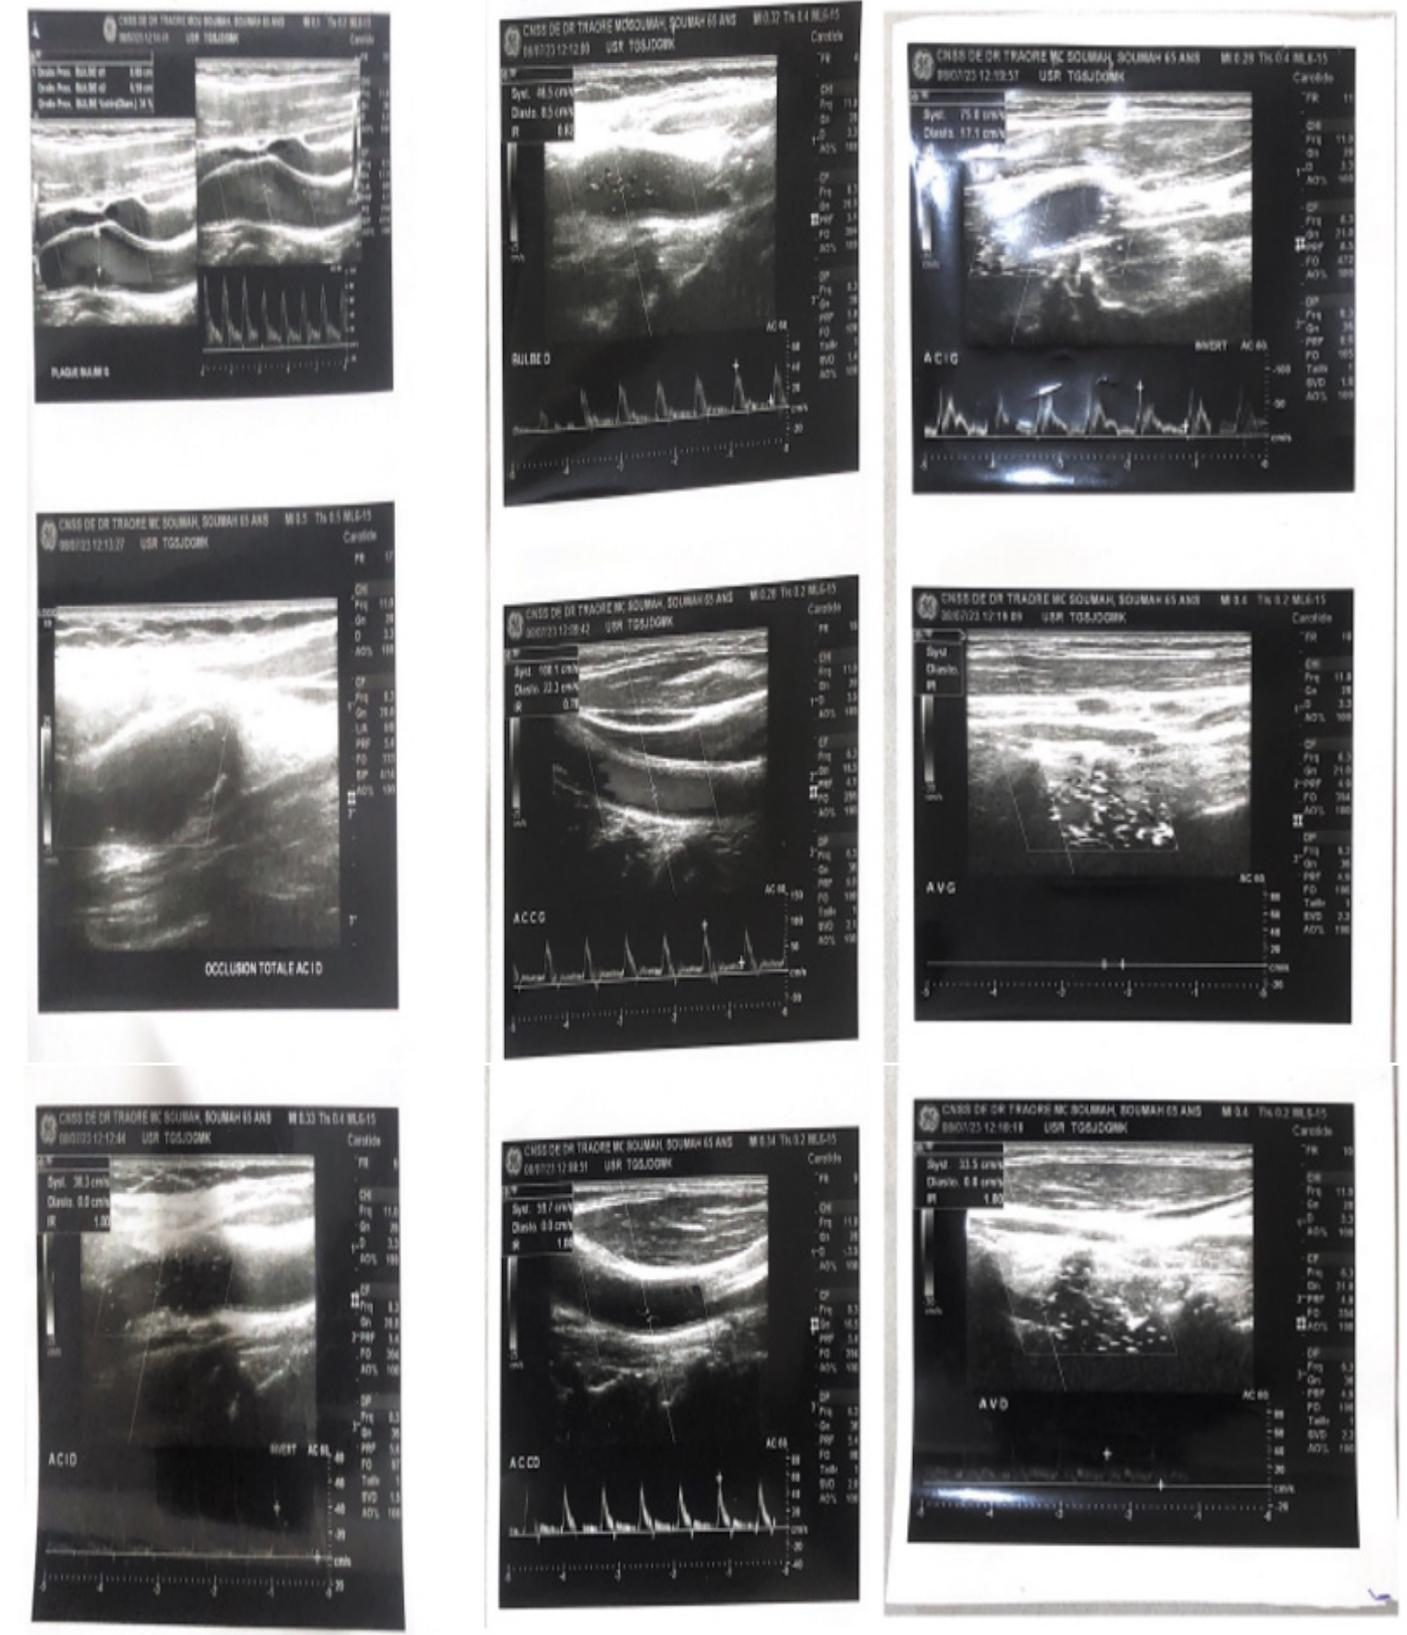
Echographie doppler des troncs supra-aortiques
